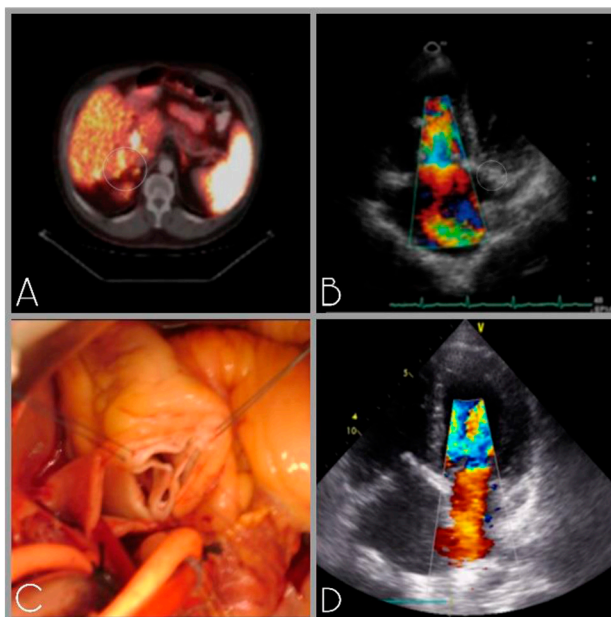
A. PET, patrón difuso de afectación hepática; B. Insuficiencia Tricúspídea grave; C. Imagen Intraoperatoria de Válvula Pulmonar. D. Insuficiencia mitral grave
